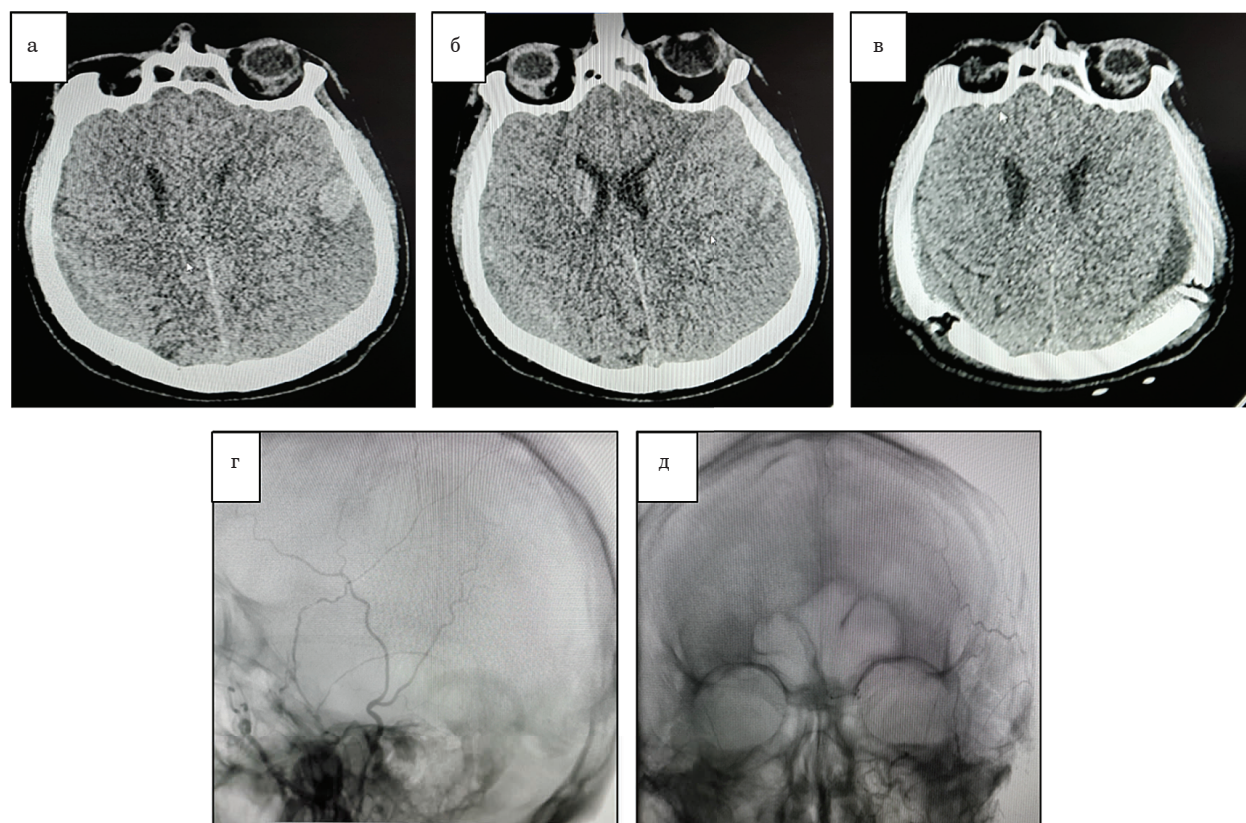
Компьютерная томография головного мозга: а, б – до операции; в – после операции; г, д – рентгенологическая картина эмболизации средней оболочечной артерии
